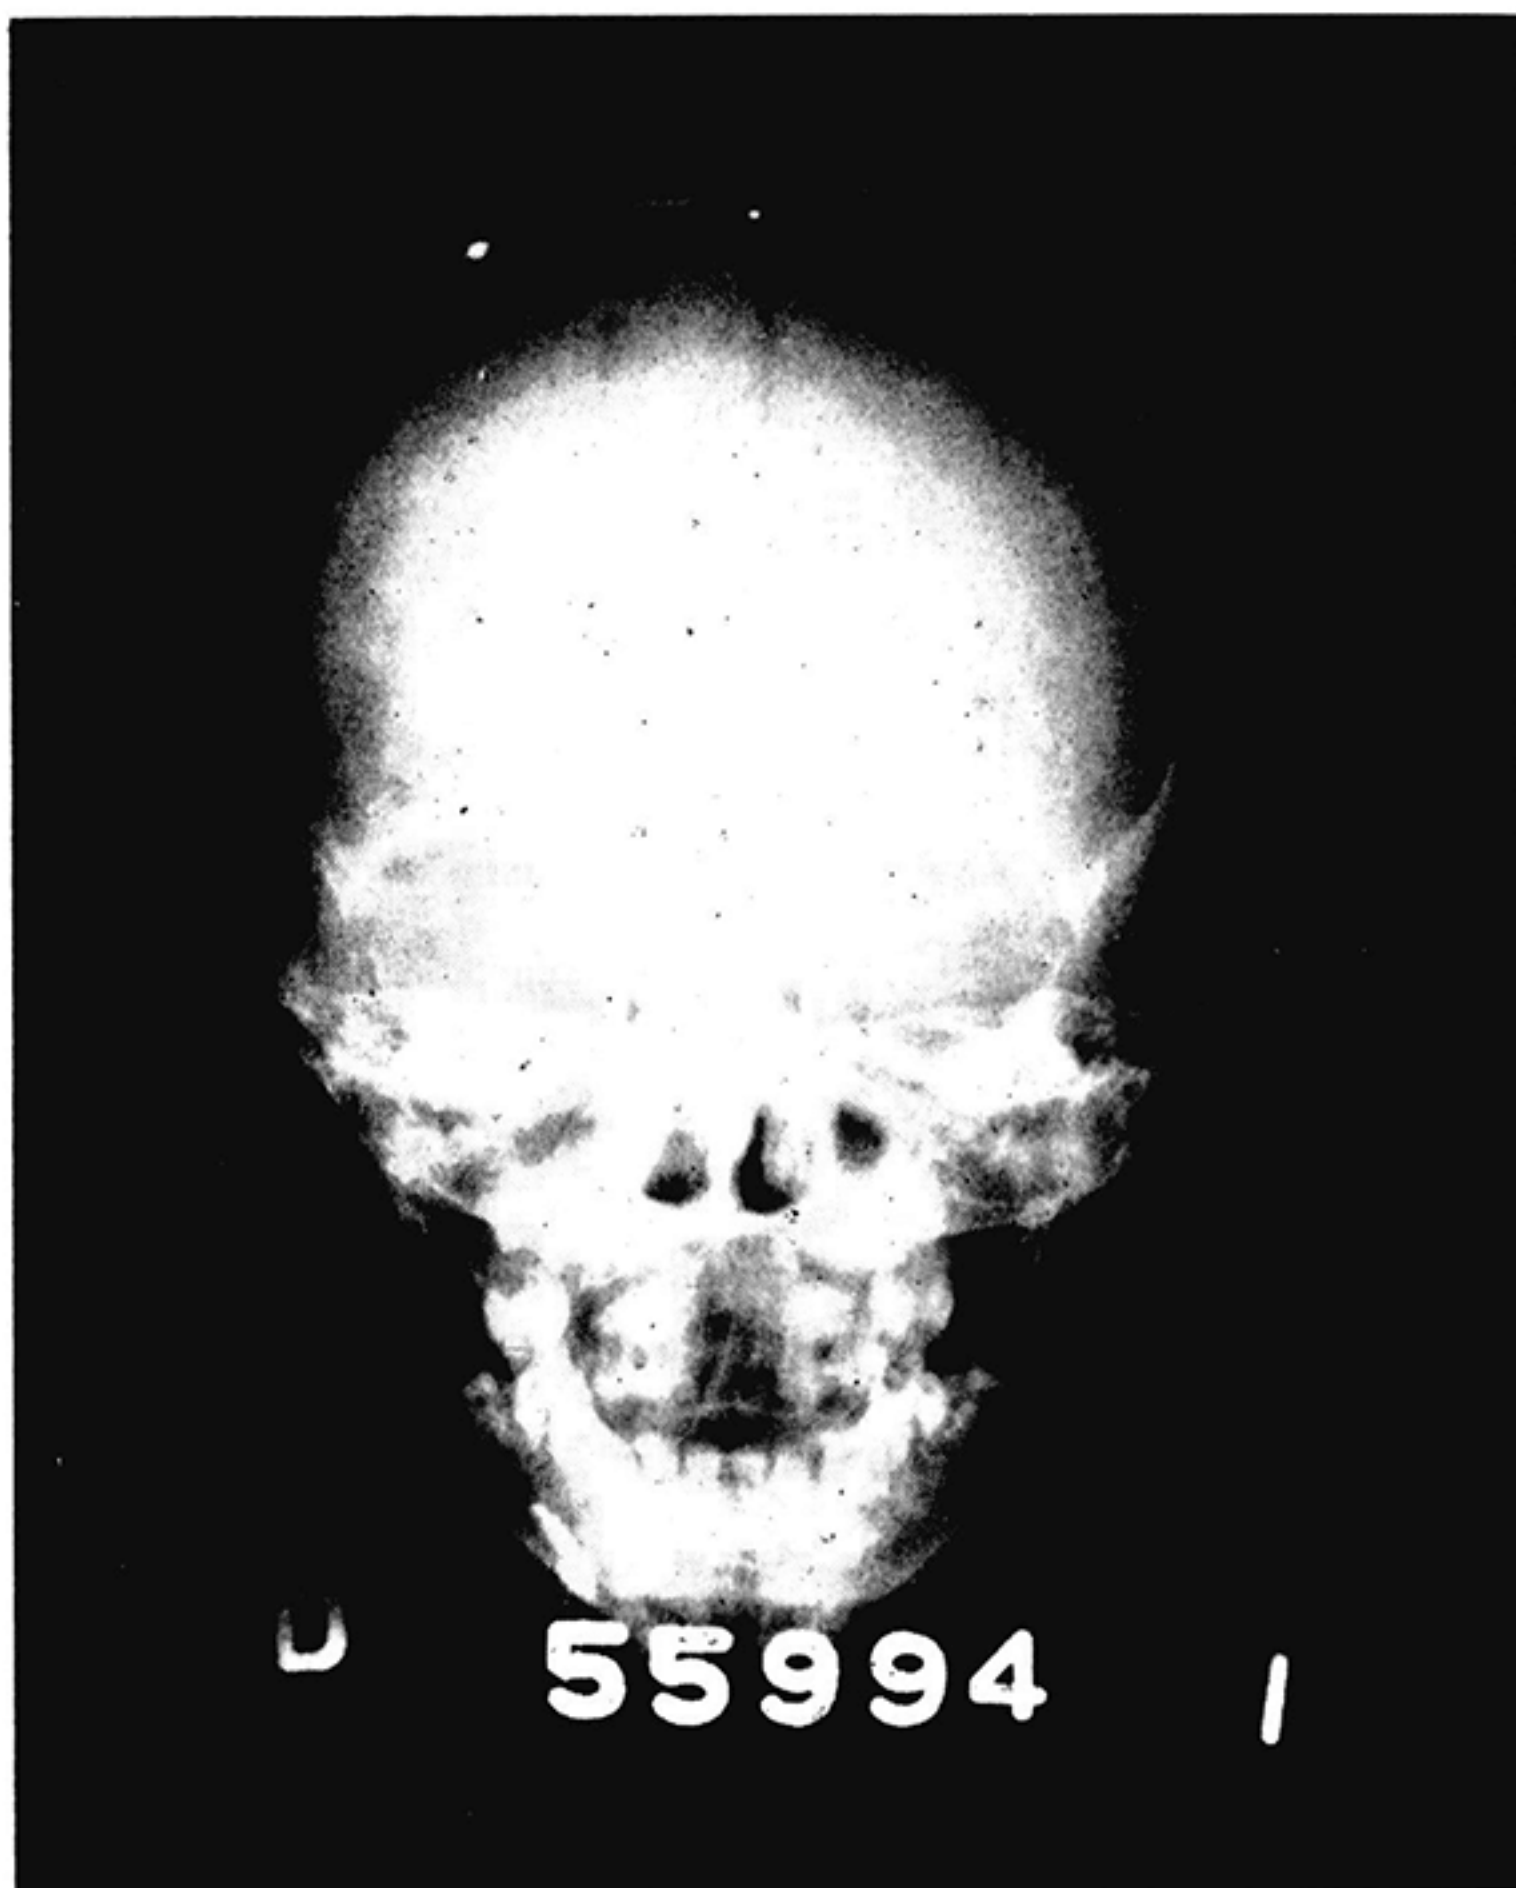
Caso I. Radiografía de cráneo en proyección A.P. donde se observa un marcado aumento de la órbita derecha con moderado borramiento del ala menor del esfenoides del mismo lado.
